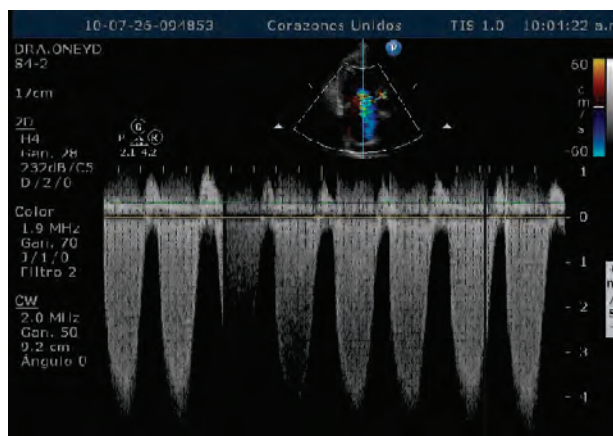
Muestra el Doppler continuo de un paciente con insuficiencia mitral moderada, notese el calibre del Jet profundo y uniforme.
